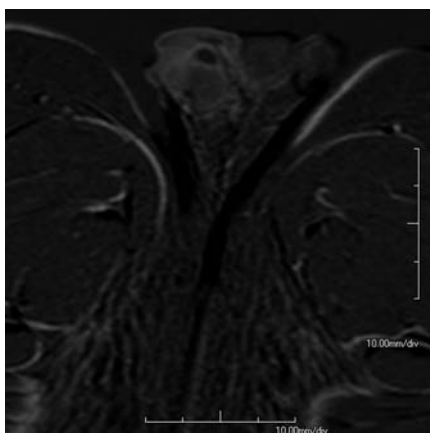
Axial imaging of dynamic subtraction MRI revealed a nonenhanced mass that was located anterior to the right testis.
